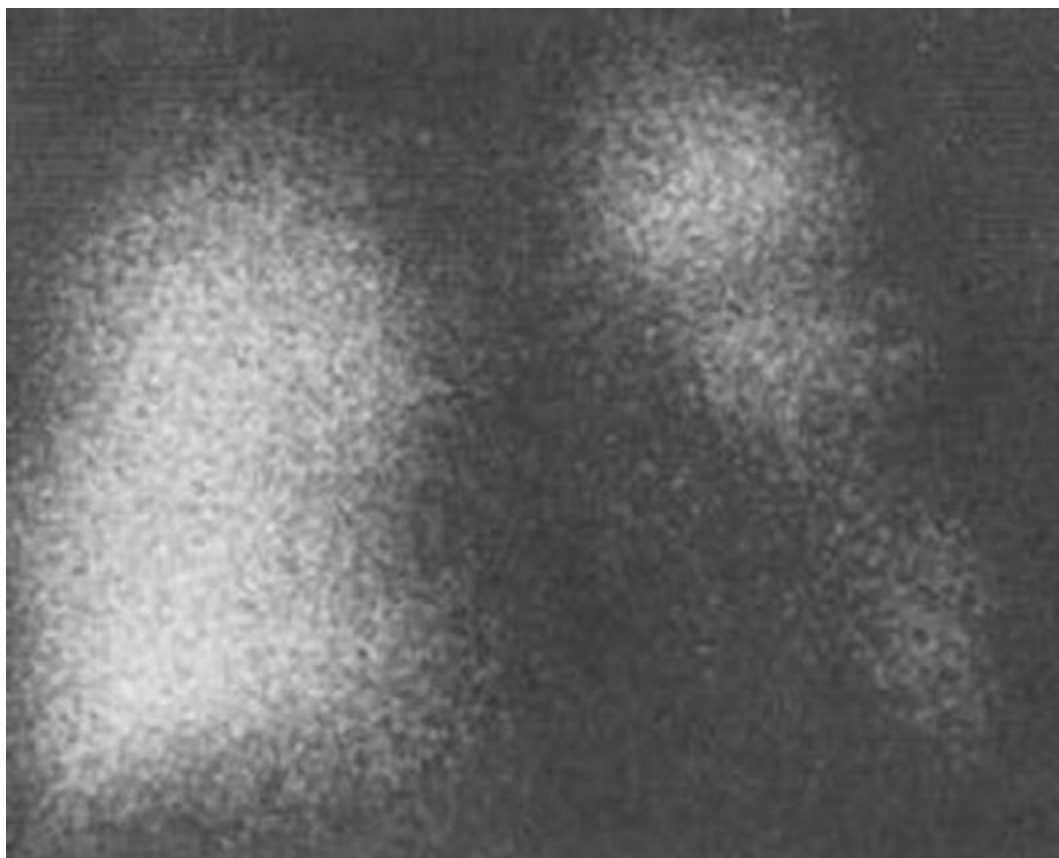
Сцинтиграфия. Синдром Мак-Лауда («сверхпрозрачного легкого»). Снижение функционального кровотока в левом легком, больше в нижних его отделах реверберацию, так что получаемый конус оказывается намного длиннее, чем в норме.
